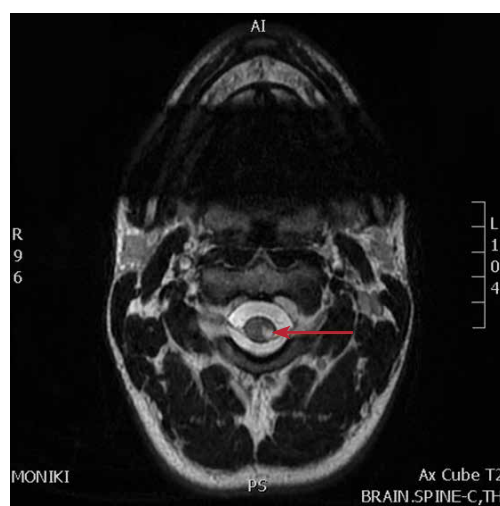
T2-режим магнитно-резонансной томографии, аксиальный срез шейного отдела спинного мозга. Визуализируется зона повышенной интенсивности сигнала в левой половине спинного мозга (отмечена стрелкой)
